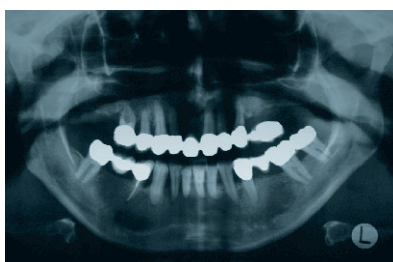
Röntgenologischer Ausgangsbefund – OPT vom 22. August 2006.
